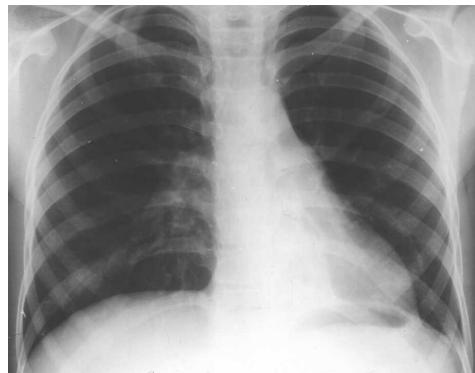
Обзорная рентгенограмма ребенка с бронхэкстазами нижней доли левого легкого. На фоне тени сердца видна треугольная тень ателектаза нижней доли, средостение смешено влево — правый контур позвоночника оголен, правые сердечные дуги не видны, так как наложились на тела позвонков
